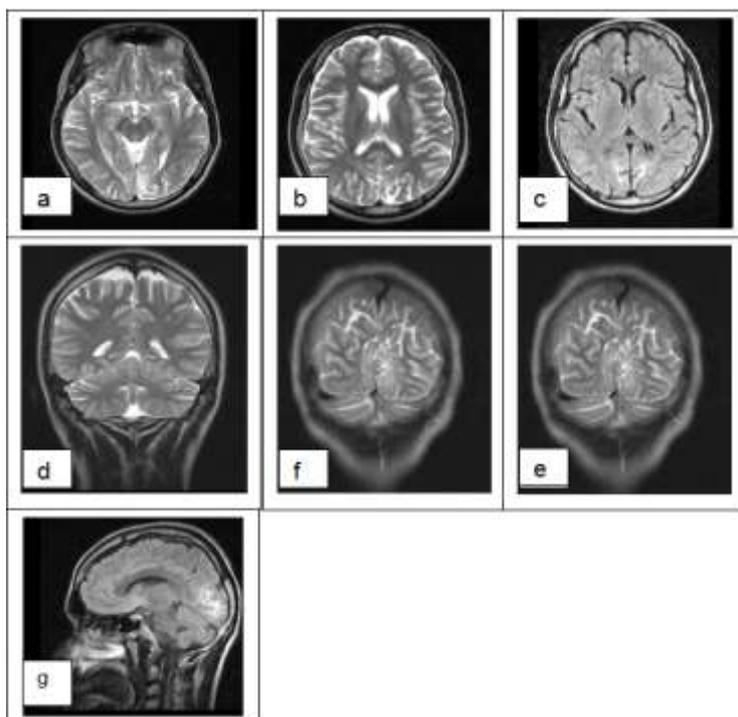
Представленные МРТ-сканы от 05.2013 г. Индукция магнитного поля 0,4 Тс.
